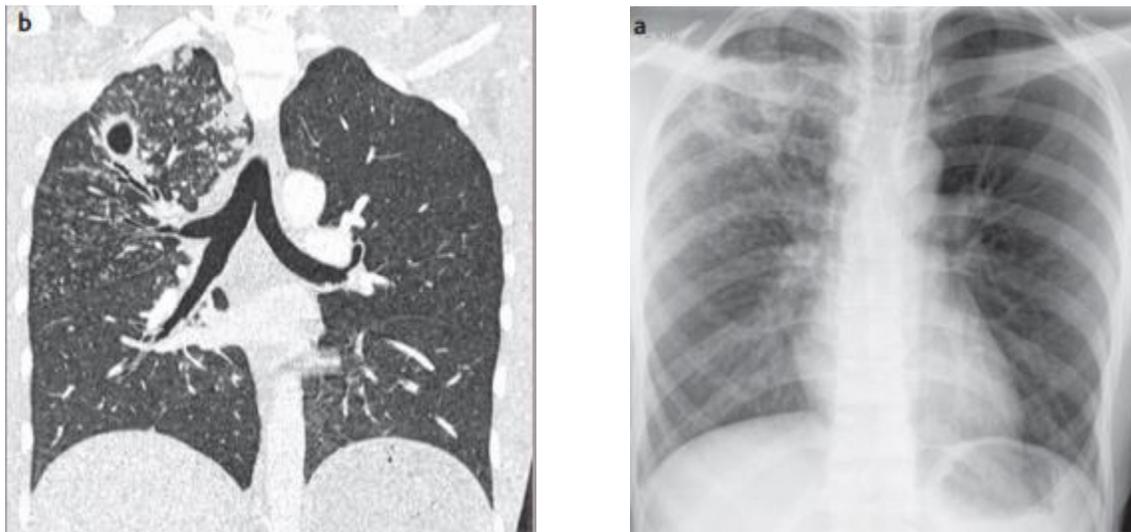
Radiographie et tomodensitométrie du thorax
